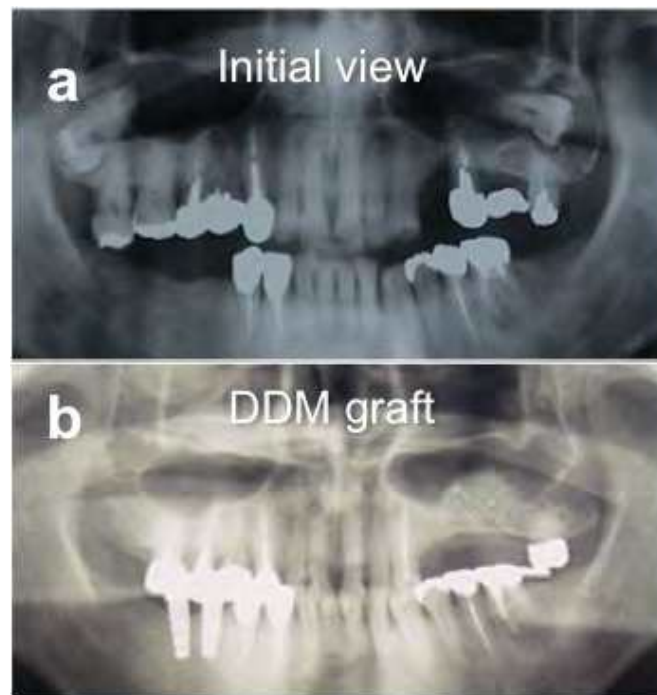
Radiographie panoramique avant (a) et 4 mois après (b) la greffe osseuse autologue d'origine dentaire pour le premier cas de chirurgie d'élévation du sinus maxillaire gauche. Cas clinique réalisé par Murata et al. (11) ; photos tirées de l'article de Murata et al. (68)
